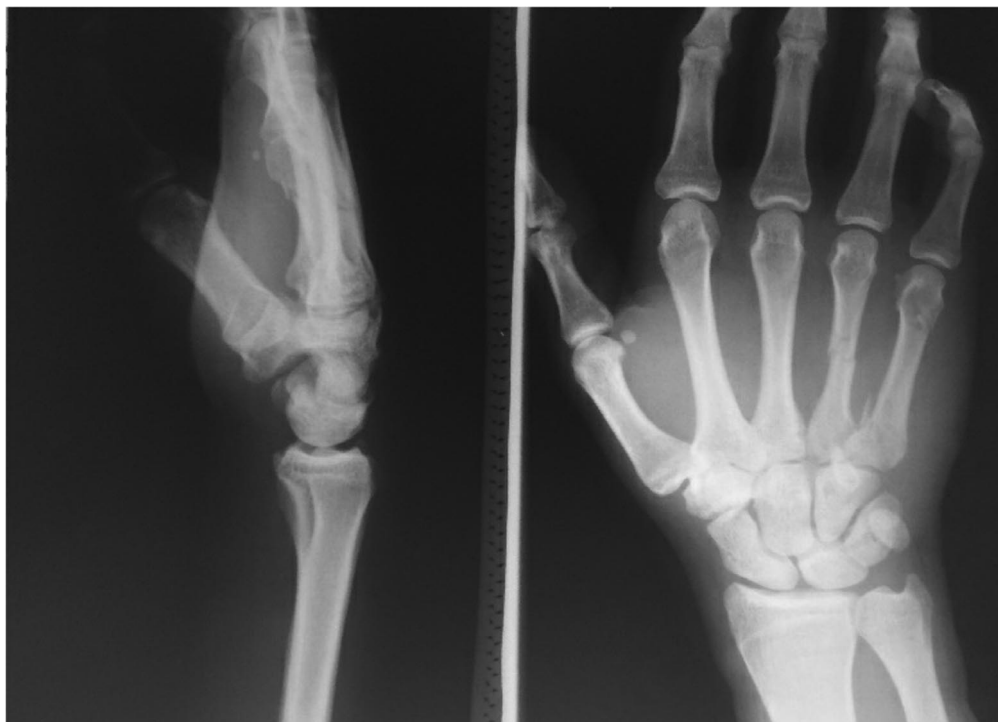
Контрольные рентгенограммы через 3 месяца после операции
